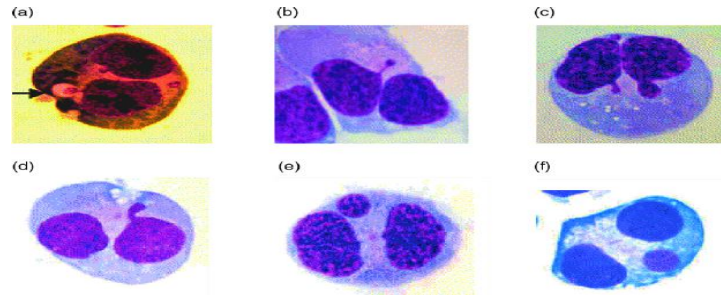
Formación de micronúcleos en linfocitos. Cerqueira. E., et al. Genotoxic effects of X-rays on keratinized mucosa cells during panoramic dental radiography. Dentomaxillofac Rad.2018
